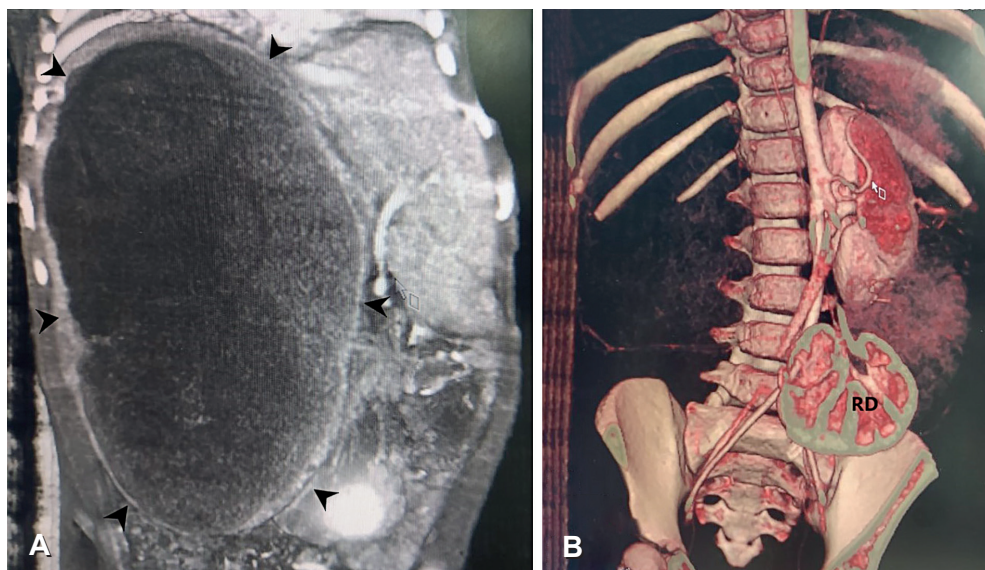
Tomografía computarizada con contraste. A: Imagen tumoral quística multitabecada que ocupa la totalidad de lóbulo hepático derecho (puntas de flechas negras). Con densidades -24 a 19 UH en el estudio simple, y dimensiones de 188x132x111 mm. B: Reconstrucción en 3D: Se aprecia que desplaza incluso estructuras retroperitoneales como los grandes vasos y el riñón derecho (RD). Fuente: fotografía tomada por los autores.
